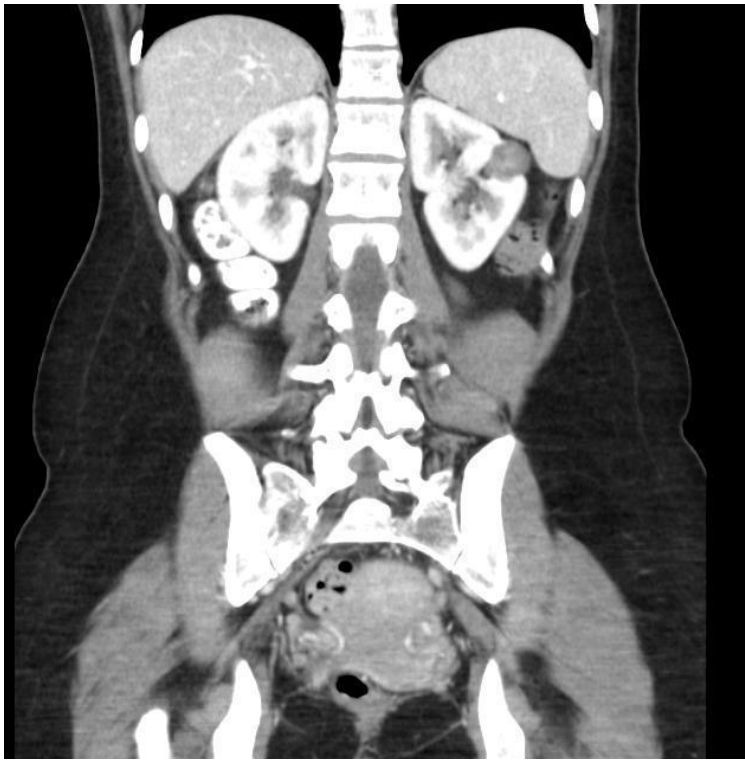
Lesión sobre el parénquima renal izquierdo en un corte de la tomografía computarizada.
